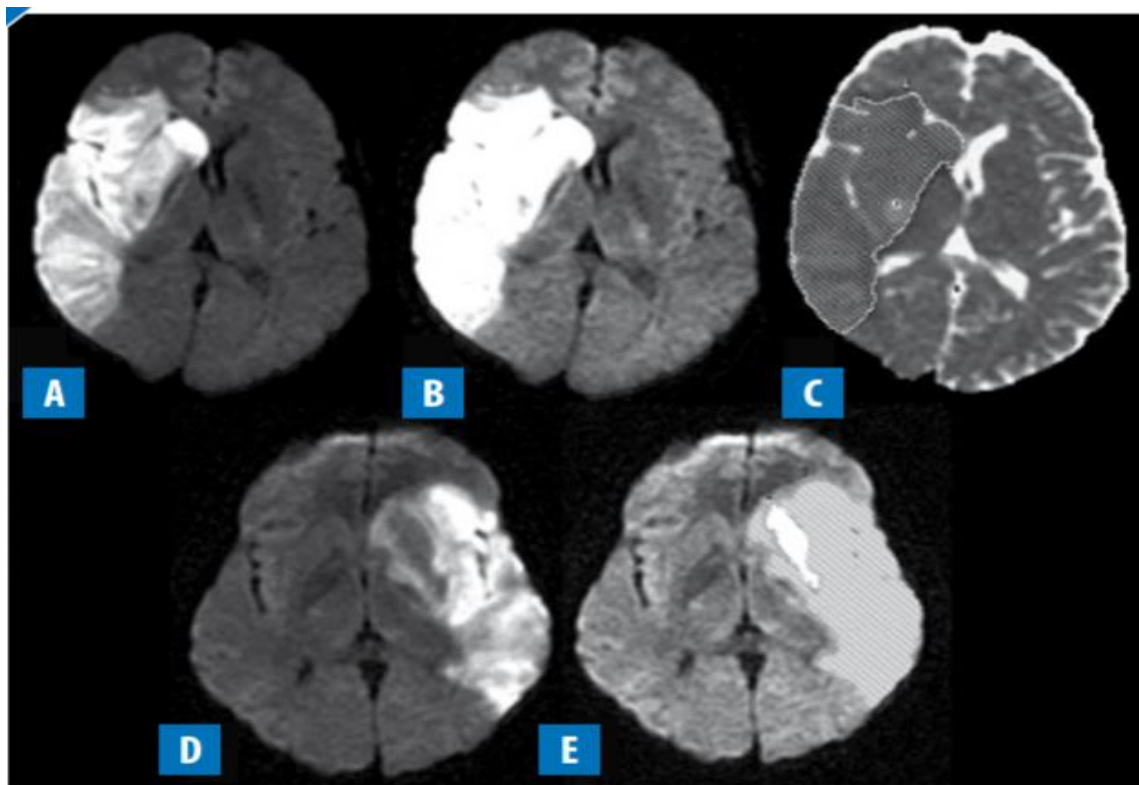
Méthode de calcul du volume DWI de l'infarctus [33]
